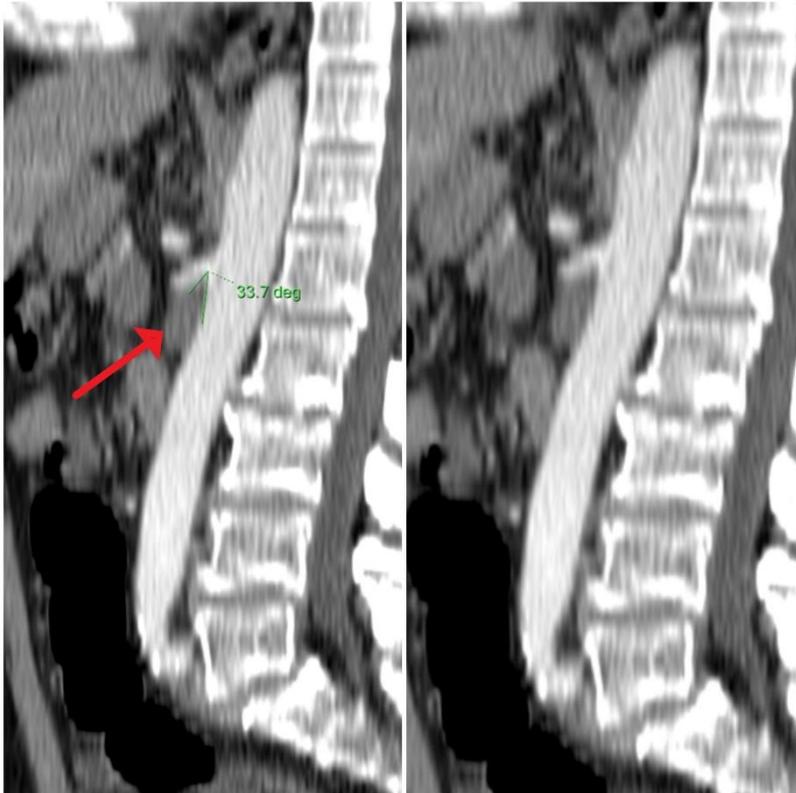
Tomografía axial computarizada contrastada de abdomen en fase arterial, reconstrucción multiplanar sagital. La imagen muestra compresión de la vena renal izquierda (flecha roja). Fuente: Tomado del archivo del Hospital Militar Central: “Carlos Juan Finlay”.
